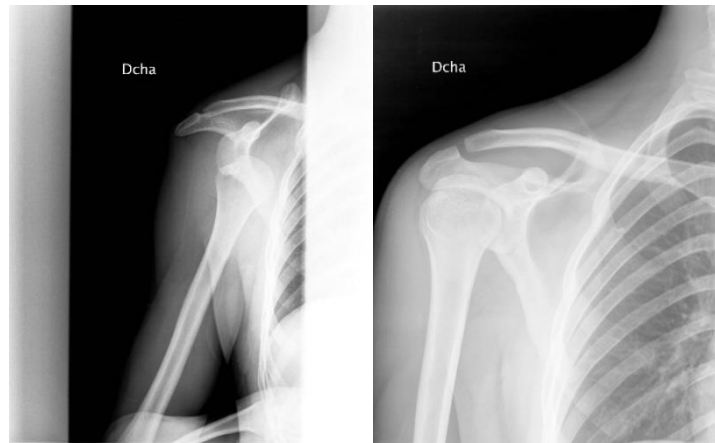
Radiografía anteroposterior del hombro antes y después de reducirle la luxación.
